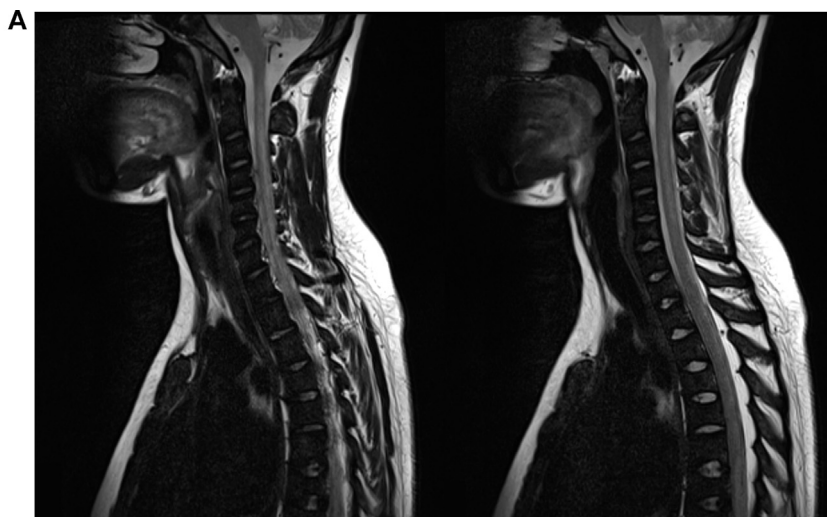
A. IRM du rachis cervicodorsal en coupe sagittale séquence T2 (janvier 2012) : hypersignaux médullaires. B. Action du protoxyde d'azote sur le métabolisme de la vitamine B12.
